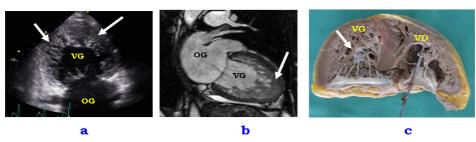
Apports de l'échographie (a), de l'Imagerie par Résonnance Magnétique (IRM) cardiaque (b) chez un patient atteint de NCVG, avec comparaison avec l'anatomie du coeur explanté après greffe cardiaque (c) VG : ventricule gauche, VD : ventricule droit, OG : oreillette gauche)
